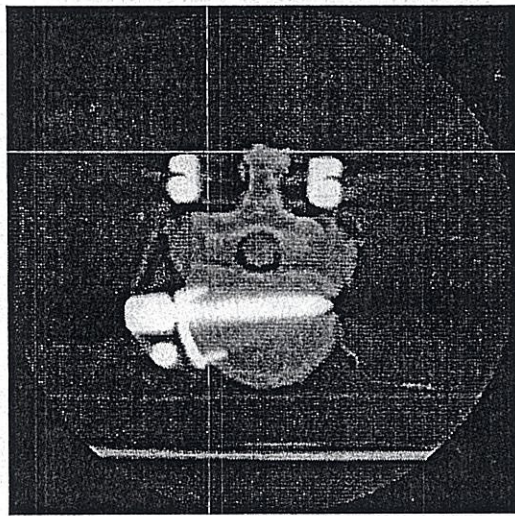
実験モデルの CT スライス画像 1
